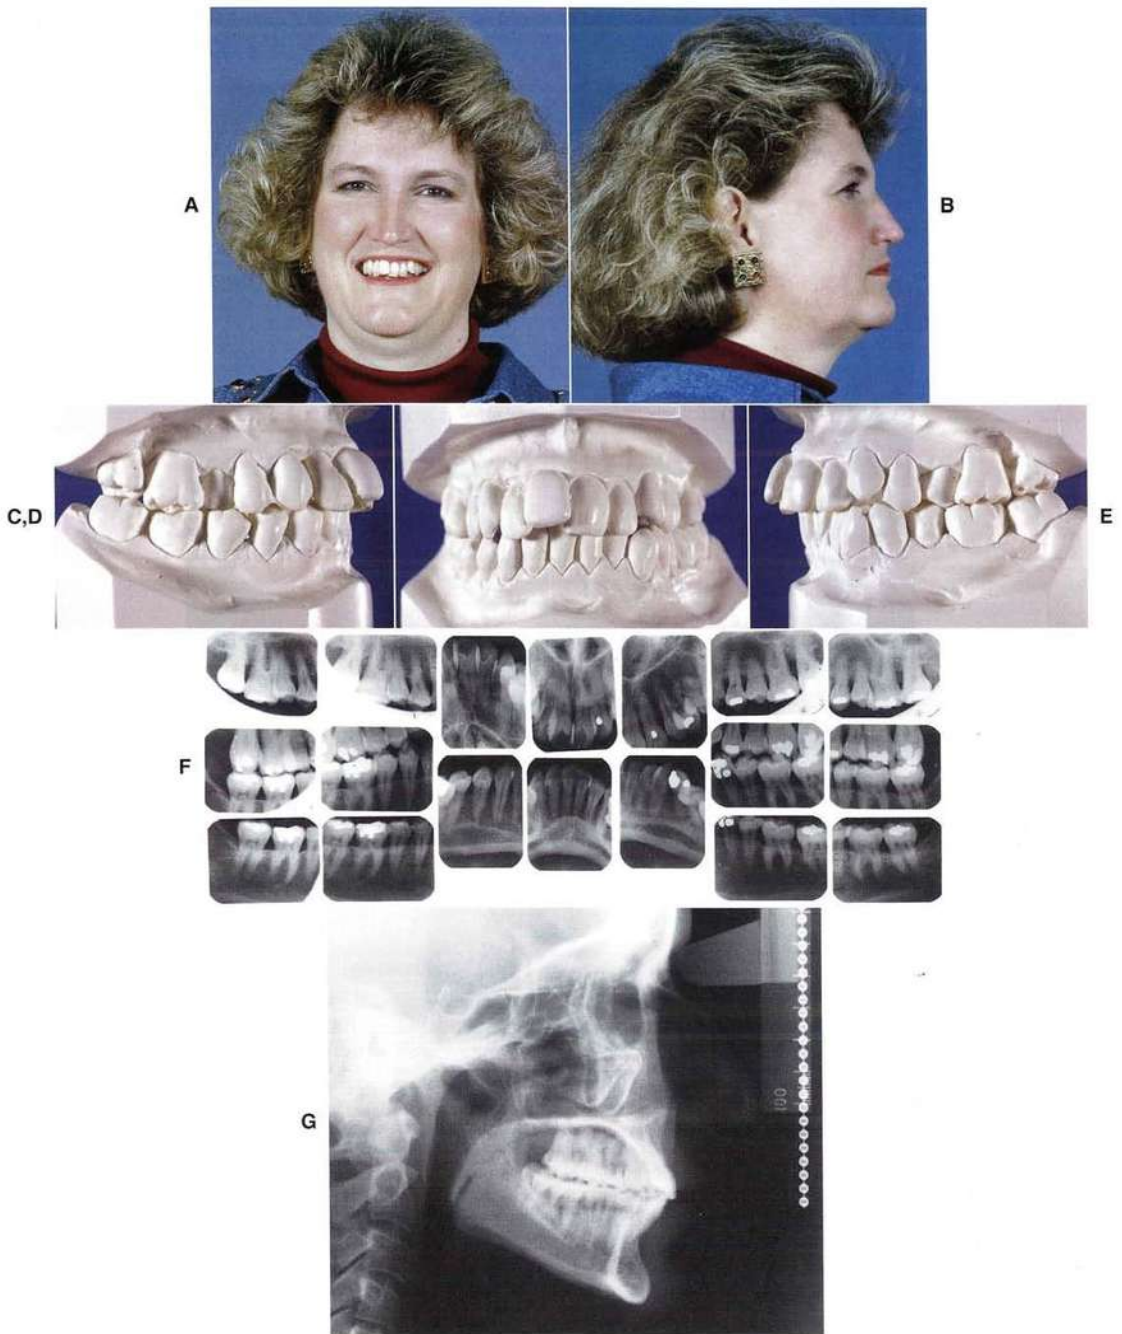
A a E, Esta mujer de 43 años fue remitida por su periodoncista para alinear sus dientes (que estaban extremadamente apiñados), por lo que, si era necesario, podía llevarse a cabo una férulización (bastante probable) y podía conseguirse una mejor higiene. F, Serie completa de radiografías intraorales, indicadas para pacientes con enfermedad periodontal. En el caso de esta paciente se observaba el grado de pérdida ósea. G, La radiografía cefalométrica inicial muestra una tendencia a la Clase II esquelética con protrusión de los incisivos maxilares y unas proporciones verticales razonables. Tras el control inicial del estado periodontal, el plan de tratamiento se orientó a la extracción de los primeros premolares maxilares y segundos mandibulares, con un tratamiento ortodóncico global acompañado de citas de mantenimiento periodontal cada 2 meses.
